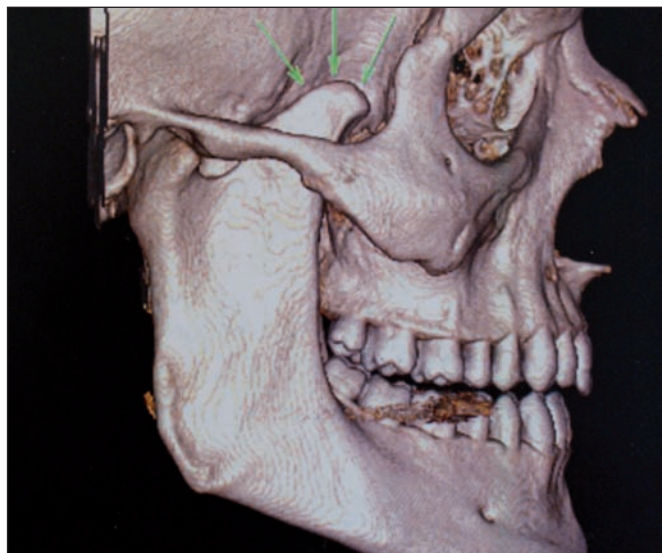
Diagnóstico preciso por imagenología mediante TAC *multislice* y TAC con reconstrucción ósea.
